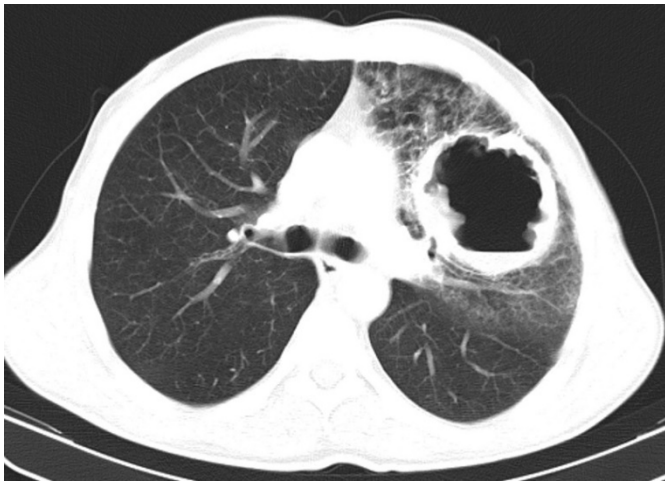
Computerized tomographic scan of the thorax
